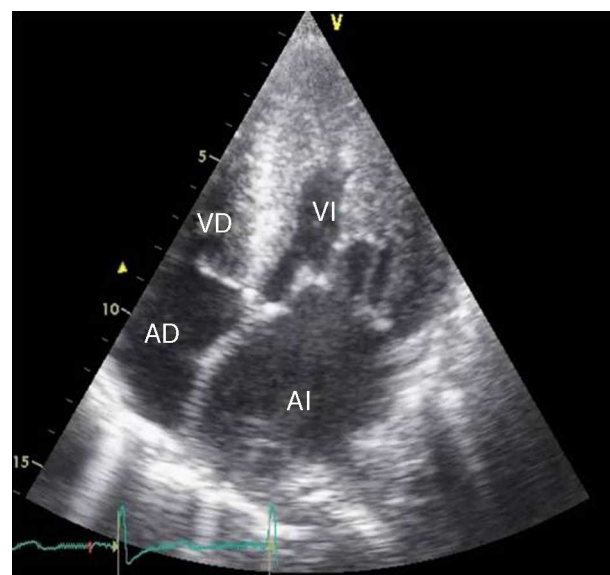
Ecocardiografía bidimensional apical 4 cámaras. Se nota dilatación importante de la aurícula izquierda (AI) e hipertrofia miocárdica del ventrículo izquierdo (VI). AD: aurícula derecha; VD: ventrículo derecho.
